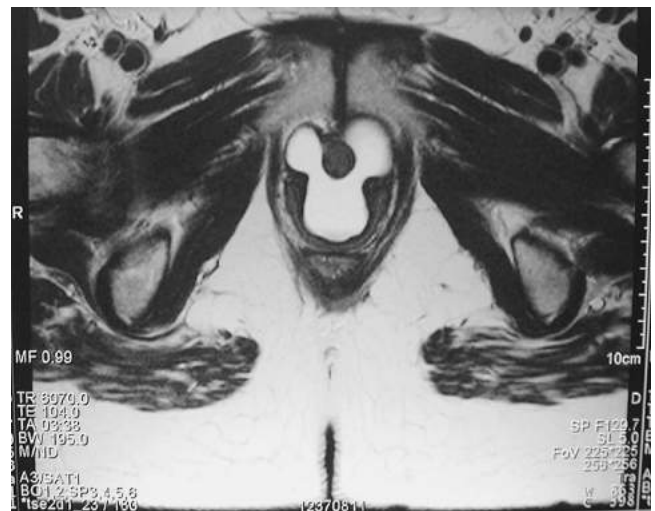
Imagen de resonancia magnética con vista coronal de divertículo uretral con gran apariencia de “alforja” y extensiones hacia el espacio periuretral lateral. (Reimpreso con el permiso de The Cleveland Clinic Foundation).
